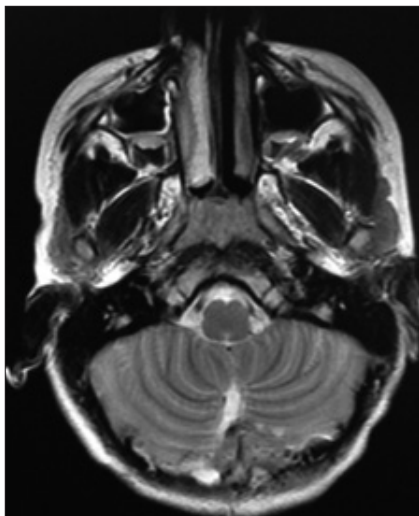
IRM de Cráneo 6 meses después de la resección del meduloblastoma.
